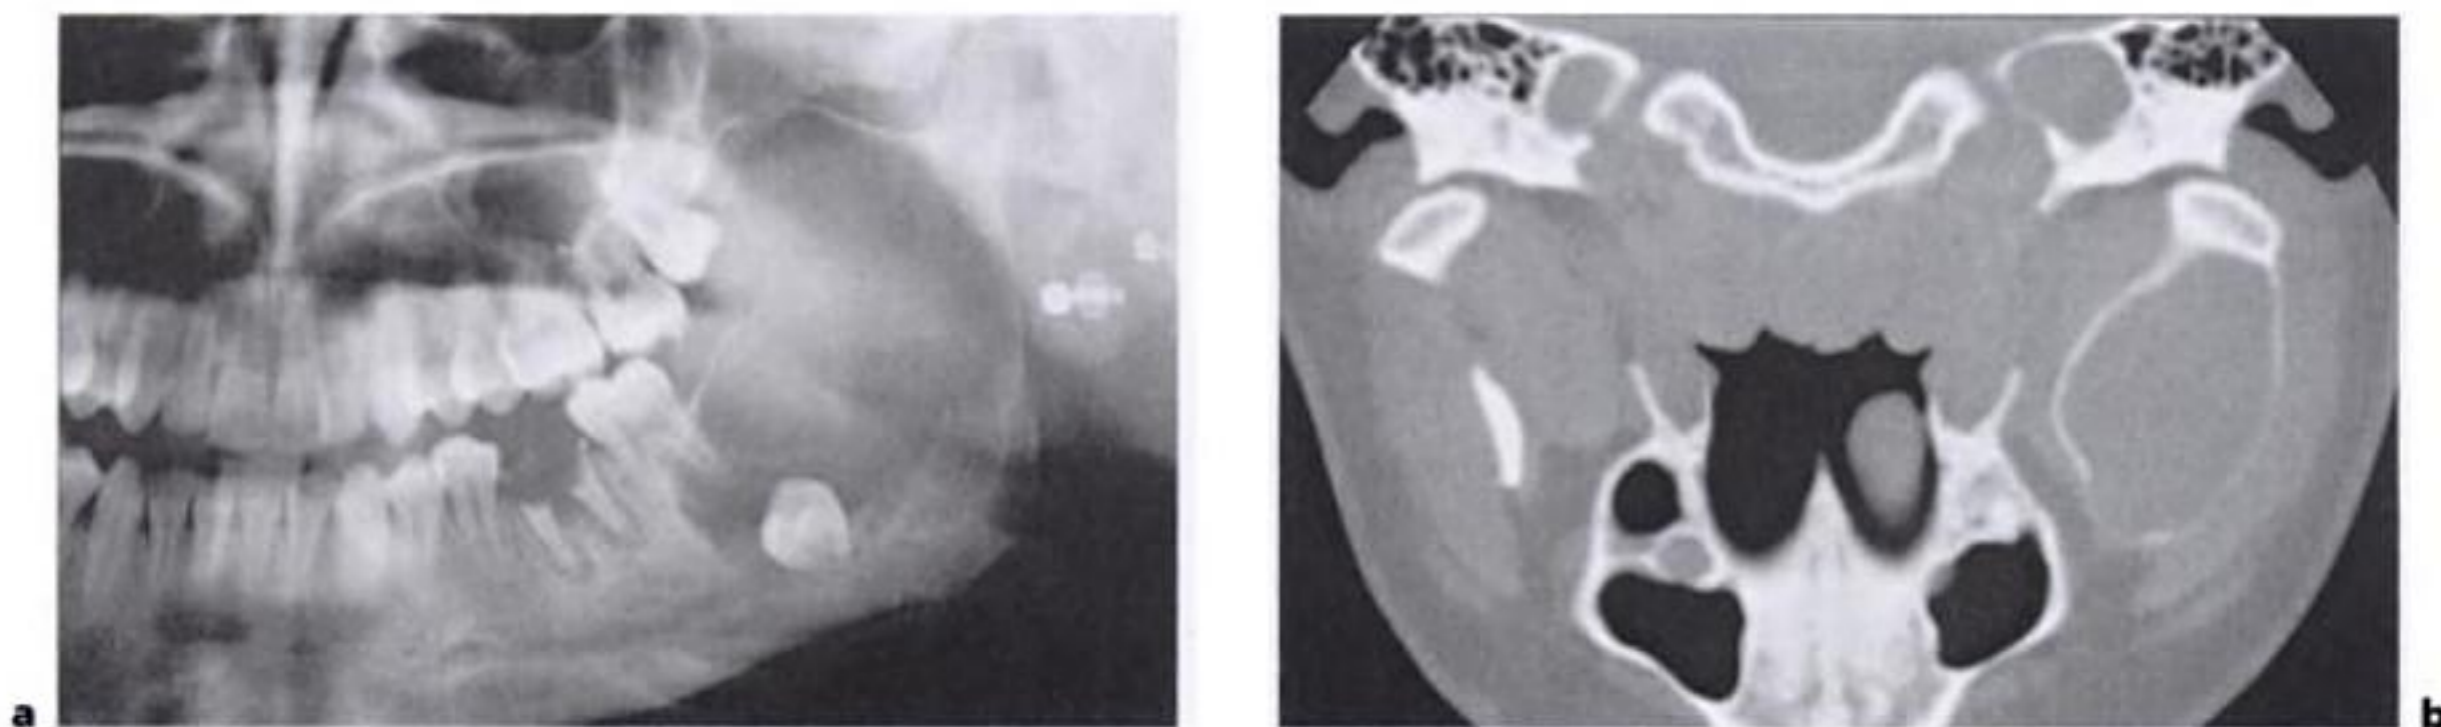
Ameloblastoma de la mandíbula: a) la radiografía panorámica evidencia una amplia lesión osteolítica de la hemimandíbula izquierda que se extiende desde la región molar a la rama; b) la tomografía computarizada muestra la completa deformación de la rama izquierda.
